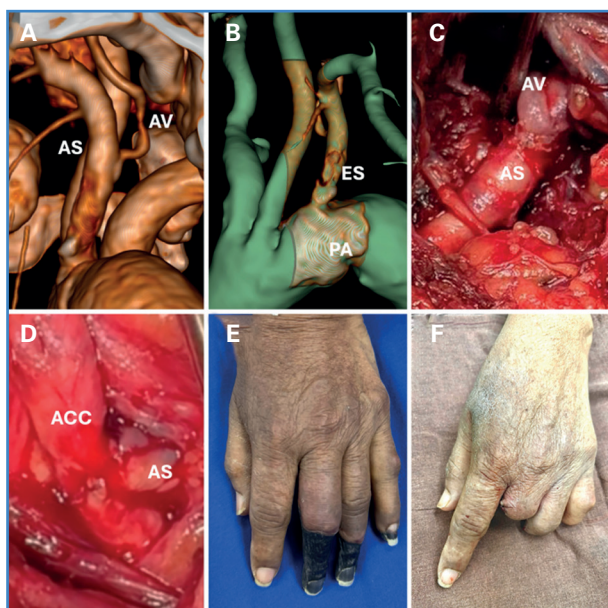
A y B. Necrosis digital. C. Heridas por abordajes previos. D,E y F. Tomografía que evidencia estenosis y trombosis parcial de la arteria subclavia.
